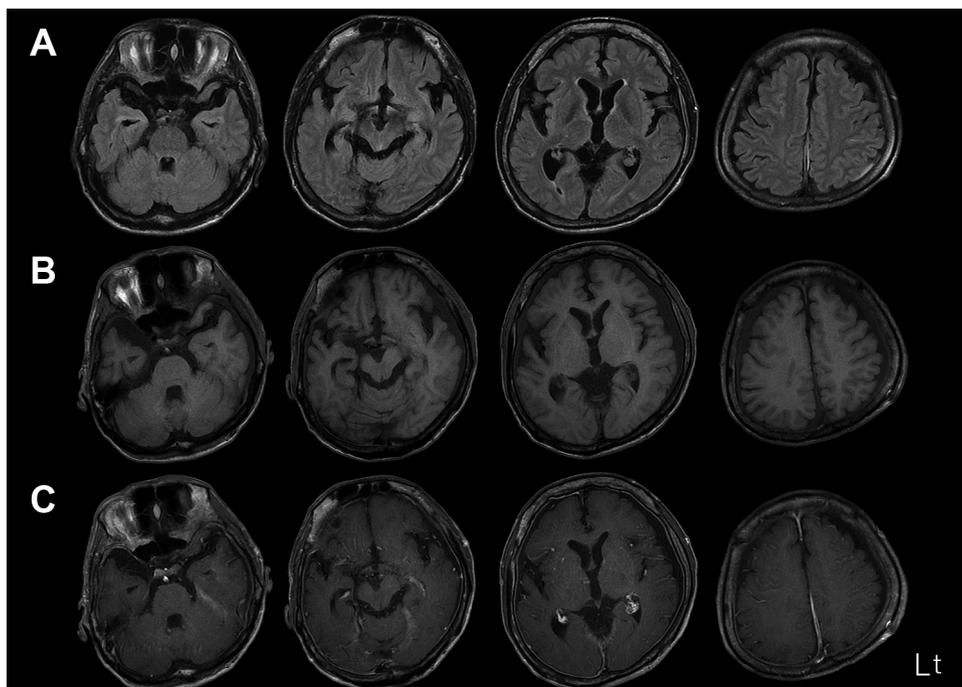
Brain MRI images.
